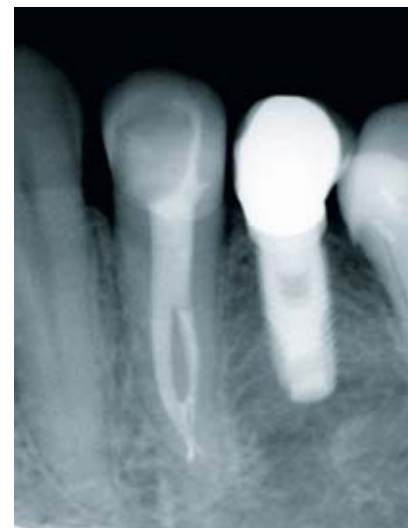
Röntgenologische Verlaufskontrolle nach 4 Monaten
